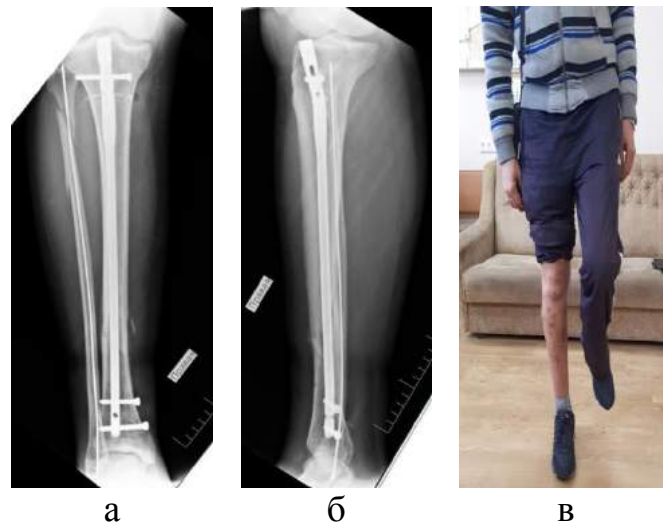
Рентгенограми правої гомілки пацієнта Б., 47 років (історія хвороби № 602) в передній (а) і бічній (б) проекціях через 8 тижнів після оперативного втручання. (в) Функція кінцівки через 8 тижнів після хірургічного лікування.
